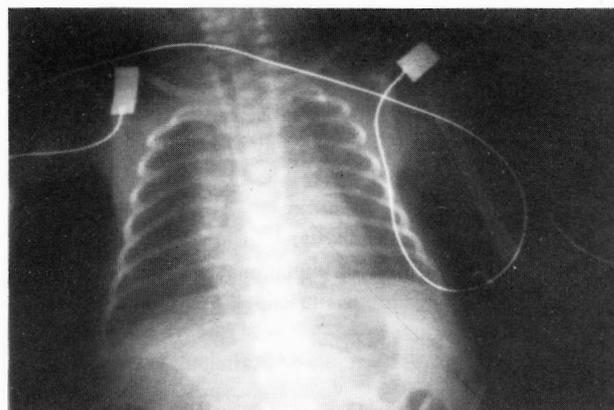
Radiografia do tórax no 1.^o dia de vida: não são evidentes alterações.
